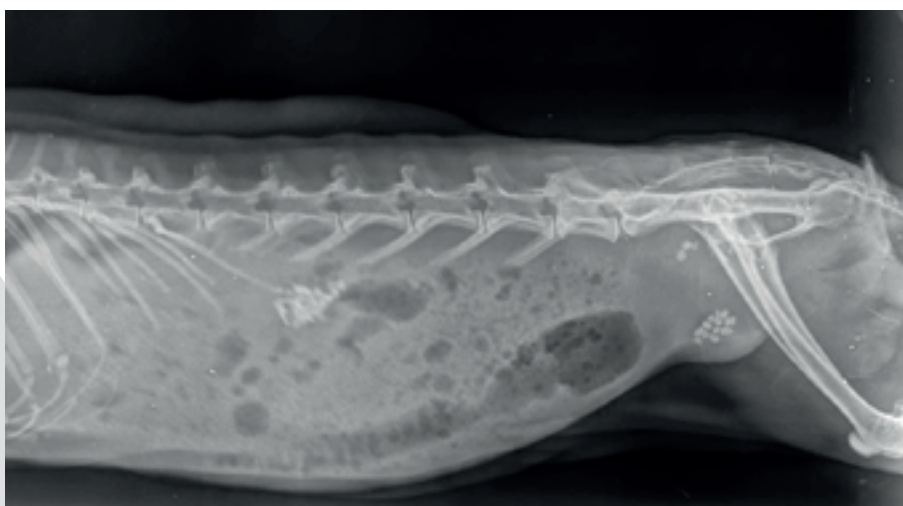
Radiografía previa a la cirugía. Fuente: *Animales exóticos 24 horas*.
